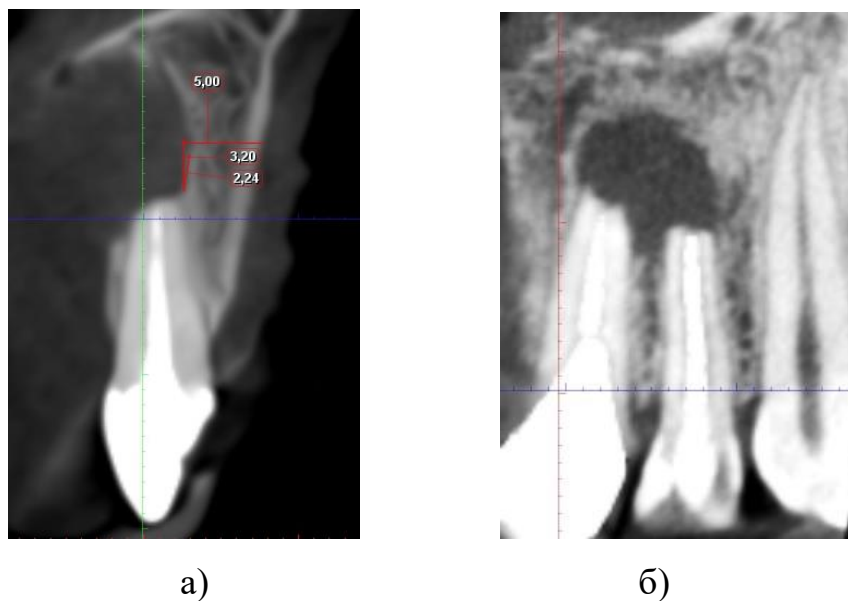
Фрагмент КТ-знімків після ендодонтичного лікування а) пацієнта Г., 31 рік, із радикулярною кістою верхньої щелепи від 11 зуба; б) пацієнта Б., 33 роки, рецидив радикулярної кісти верхньої щелепи від 21, 22 зубів
